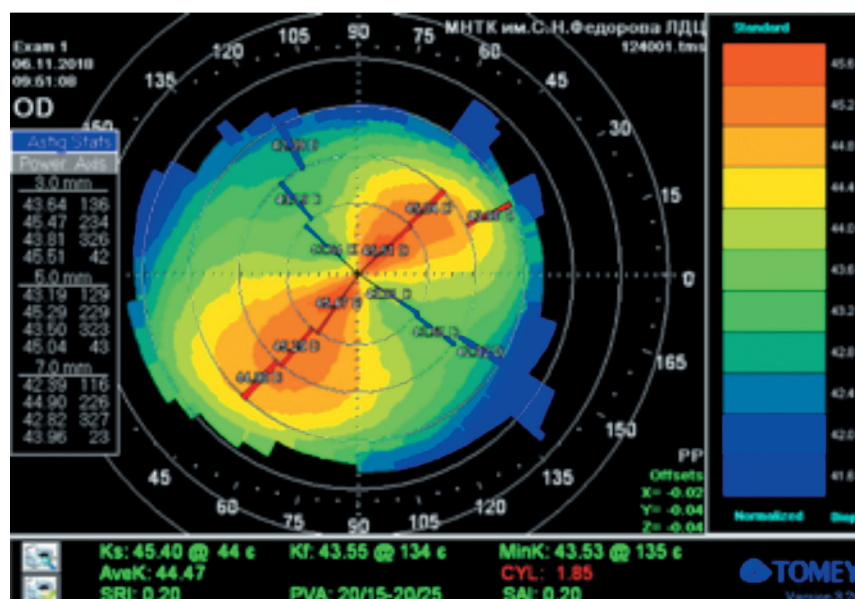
Компьютерная томография: ОД – сложный прямой правильный гиперметропический астигматизм
